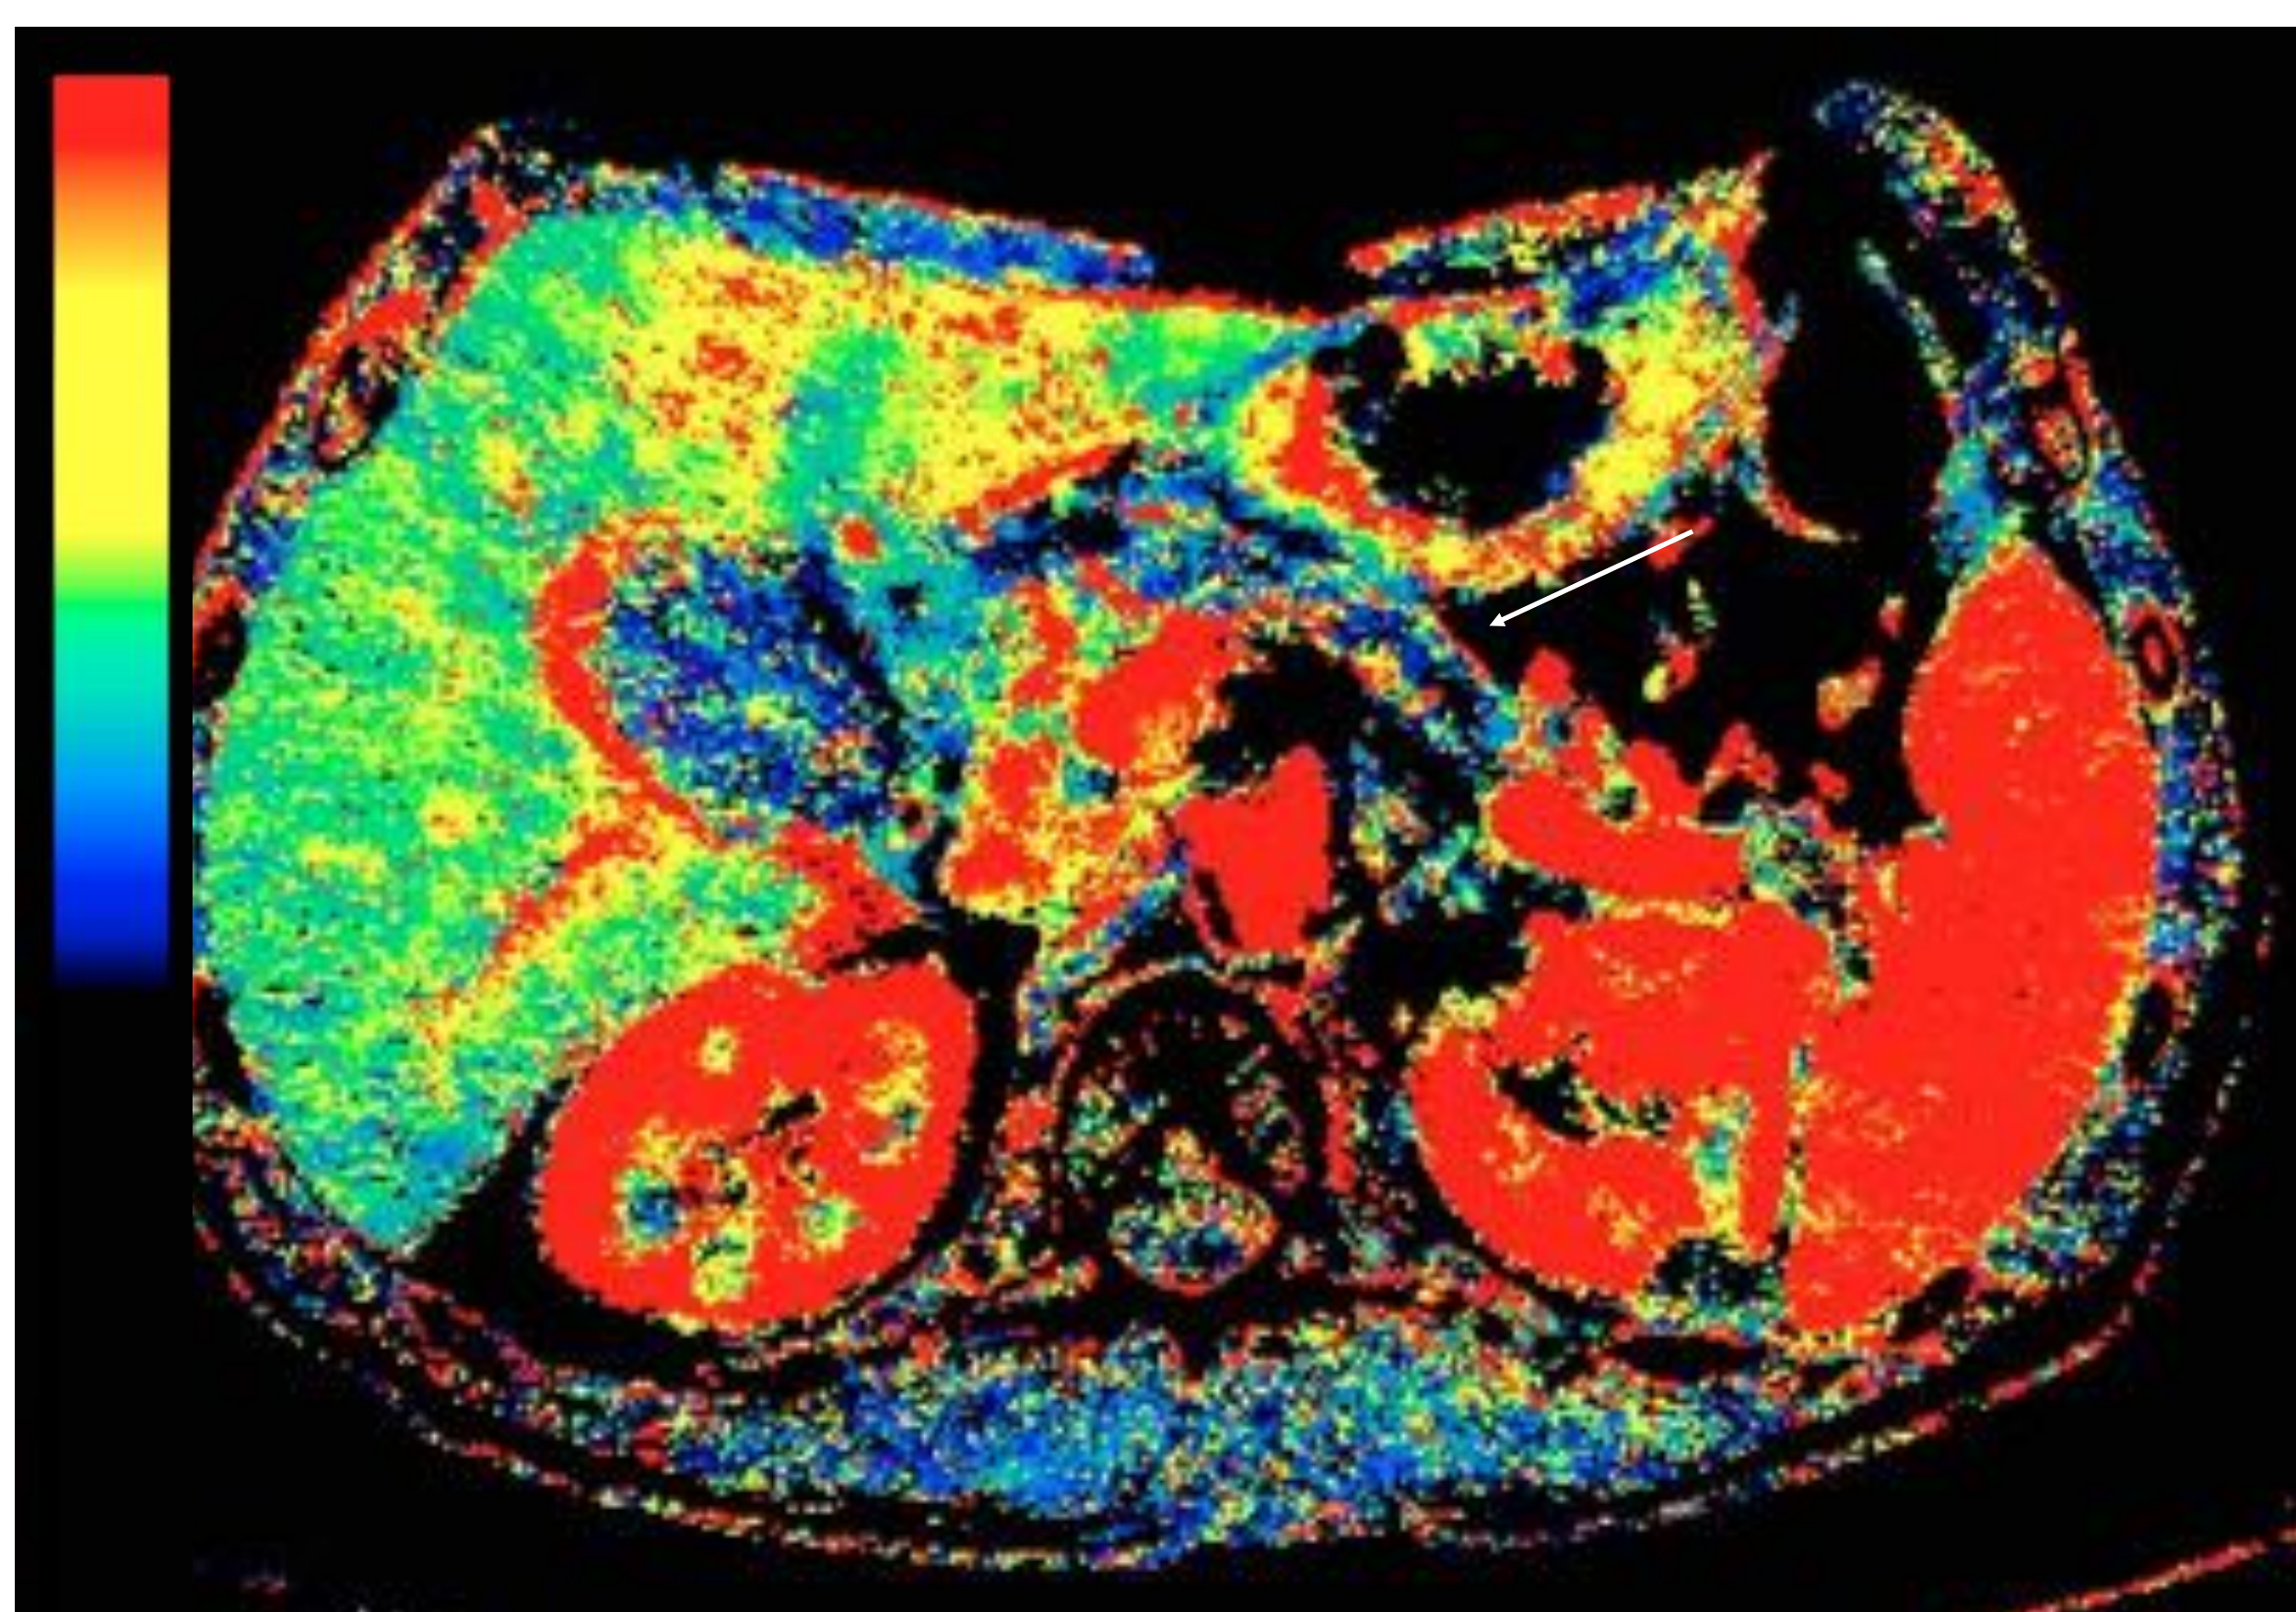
TC perfusión. Mapa paramétrico de perfusión del páncreas, con áreas de bajo perfil de perfusión en la cola pancreática (flecha), en un paciente con pancreatitis obstructiva crónica.
